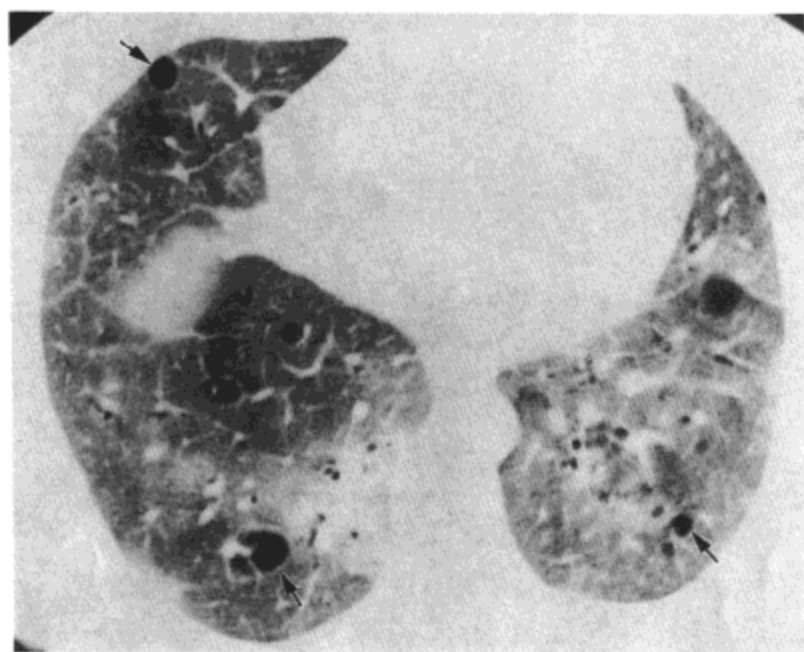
Sjögren 综合征-淋巴细胞性间质性肺炎。右侧膈顶水平高分辨率CT影像示双侧肺内弥漫性磨砂玻璃样密度影与数个囊(箭号)。病人为一50岁的女性。
